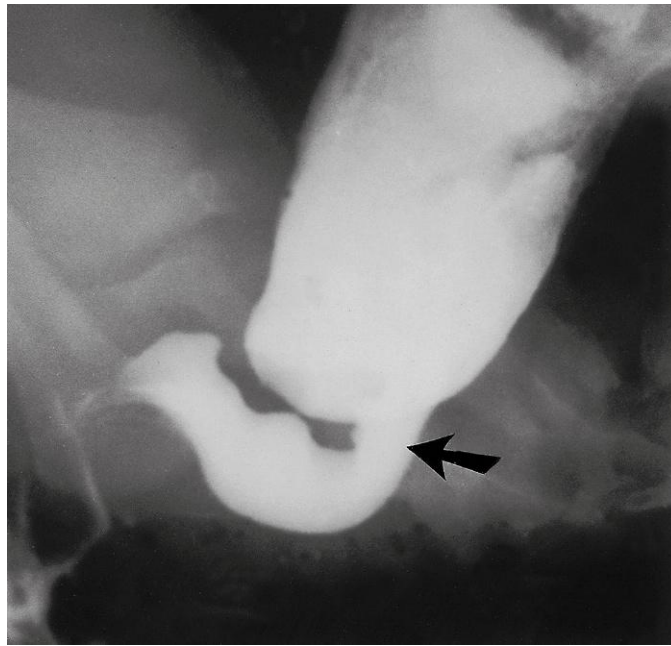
Radiografía del colon tras un enema con bario en un lactante de 1 mes de edad con megacolon congénito (enfermedad de Hirschsprung). El segmento distal agangliónico (recto y colon sigmoide distal) tiene un calibre pequeño, mientras que el intestino gangliónico normal (proximal al segmento agangliónico) está distendido y ocupado por abundante material fecal. Se puede observar la zona de transición (flecha). (Por cortesía del doctor Martin H. Reed, Department of Radiology, University of Manitoba and Children's Hospital, Winnipeg, Manitoba, Canadá.)
